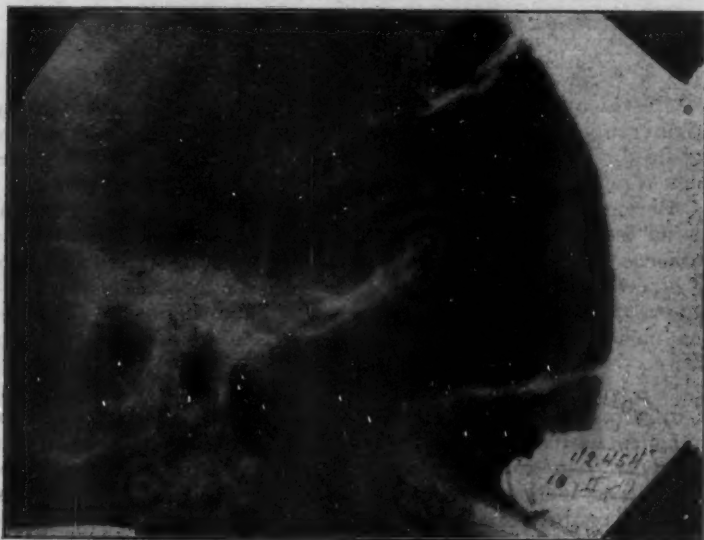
Radiografia da região selar da mesma doente (Obs. 1). Sela turcica pequena, de contornos regulares. Sinais de calcificação supracelular.
